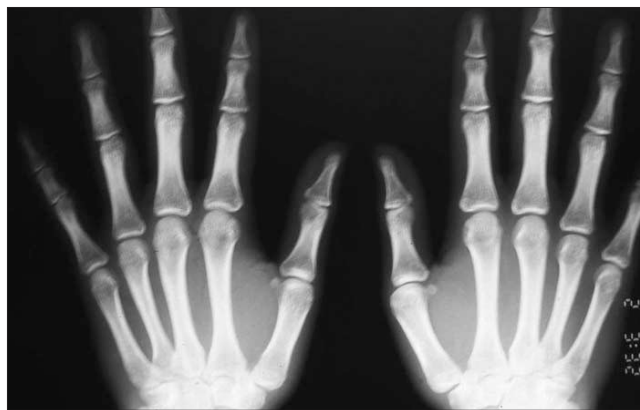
Hand-wrist radiograph shows radius J stage.
